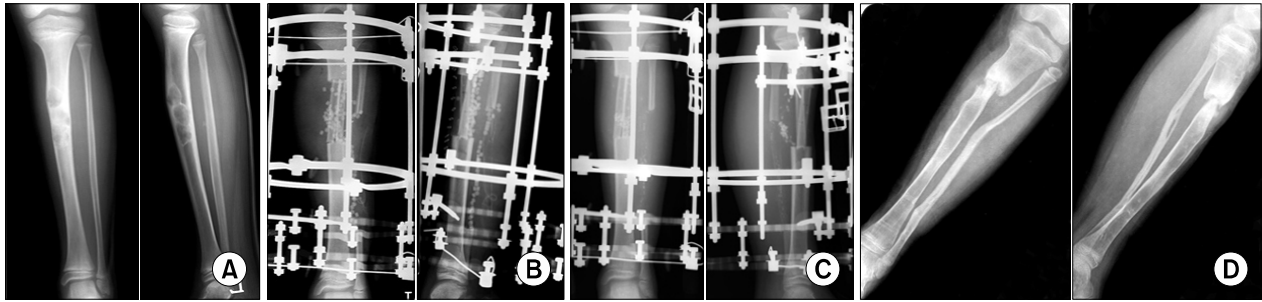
(A) Radiographs of a 10-year-old male patient show an osteolytic lesion of the shaft of the right tibia. (B) We resected the lesion and inserted calcium sulfate and a fibular strut bone graft at the bone defect. (C) The image shows union processing at the graft site. (D) Radiographs at the last follow-up show a healed bone lesion.
